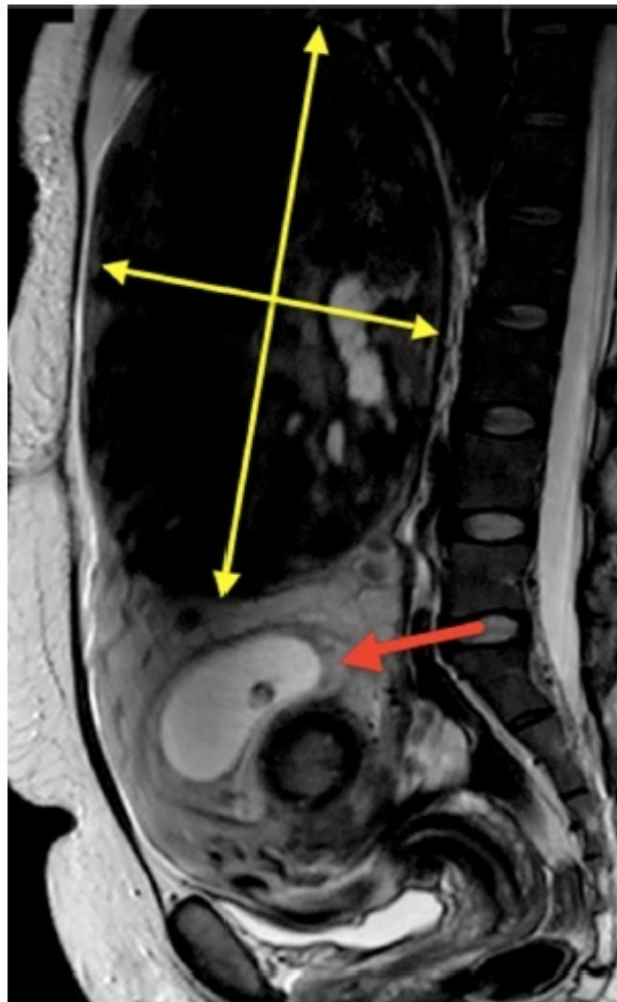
IRM pelvienne et abdominale en séquence T2, coupe sagittale. Le fibrome mesure 24 × 18 cm.
